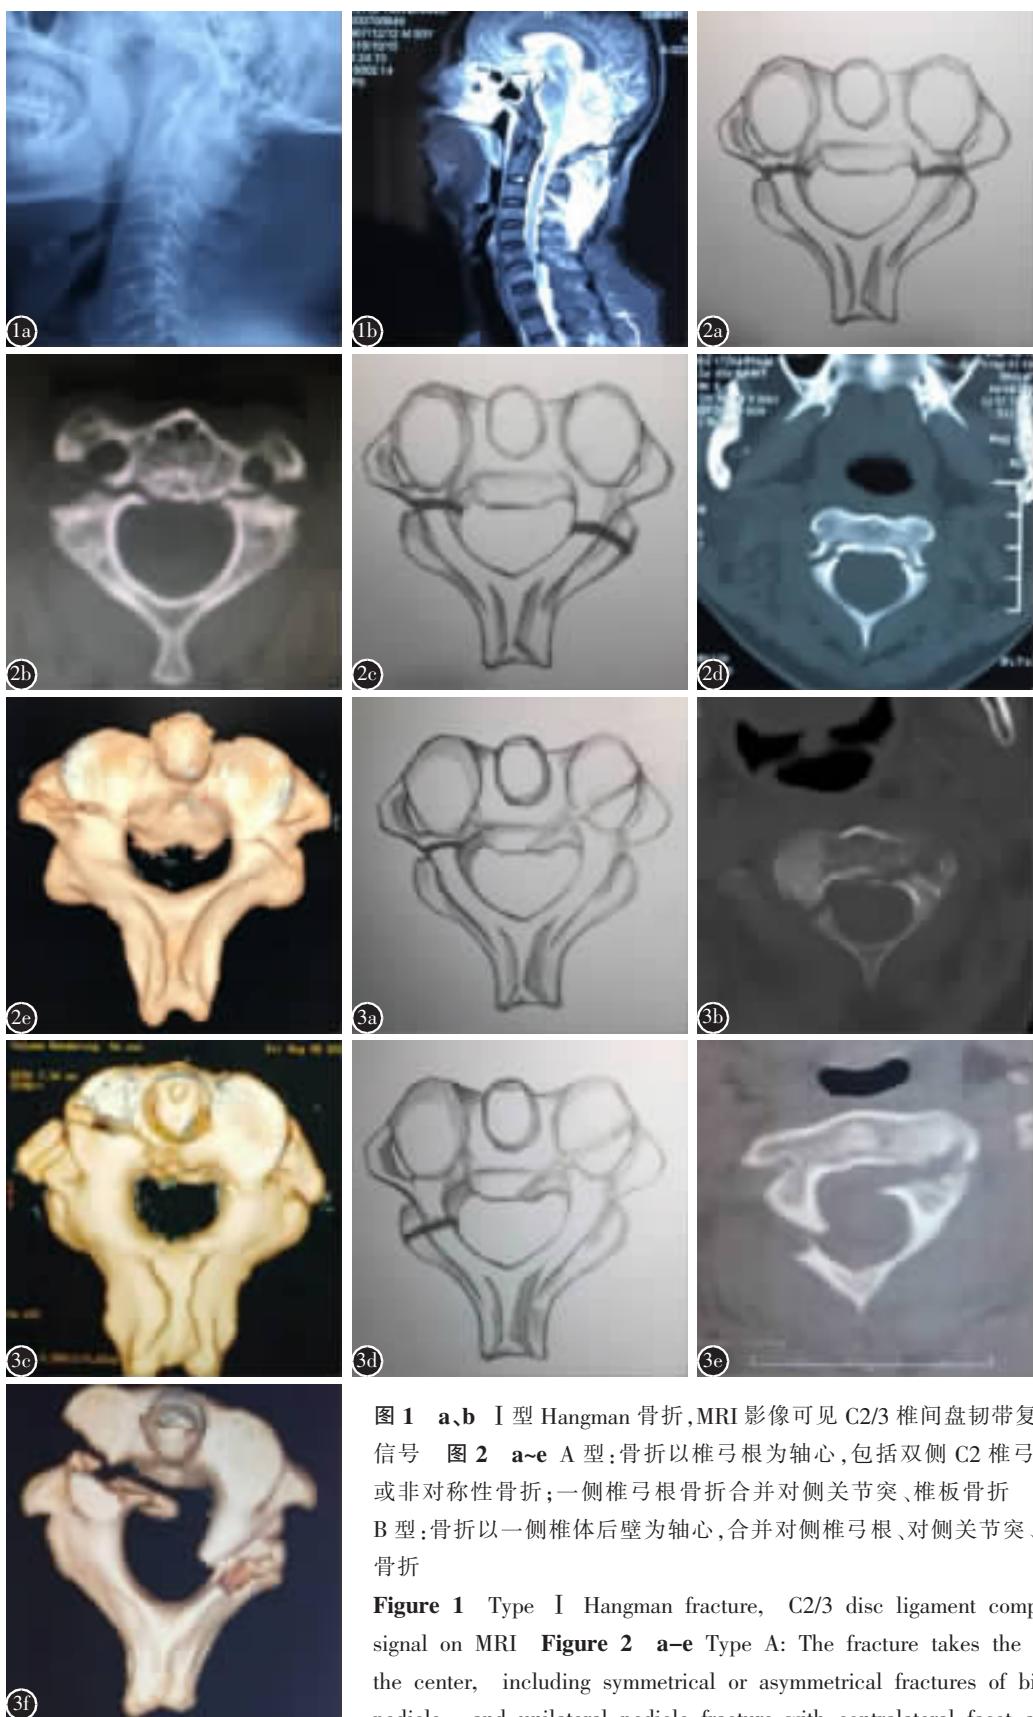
a、b I 型 Hangman 骨折, MRI 影像可见 C2/3 椎间盘韧带复合体损伤信号
